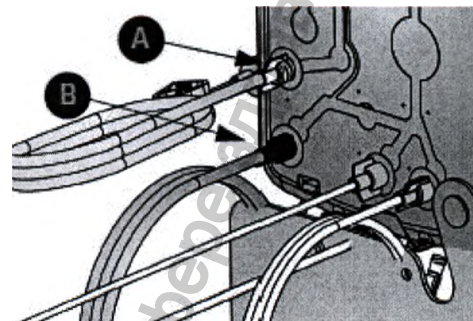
Стандартная инфузия: cassette EVA
